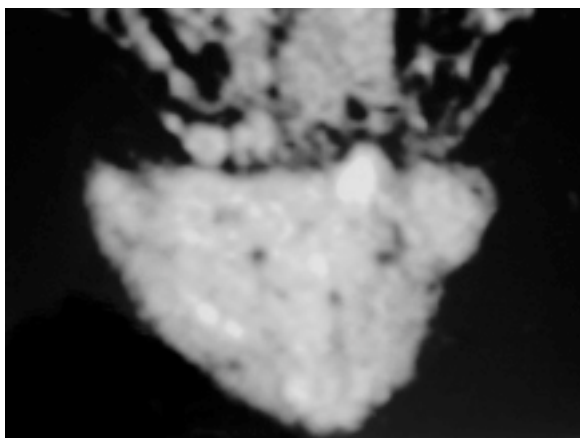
RM que muestra el incremento de volumen de la lesión.
